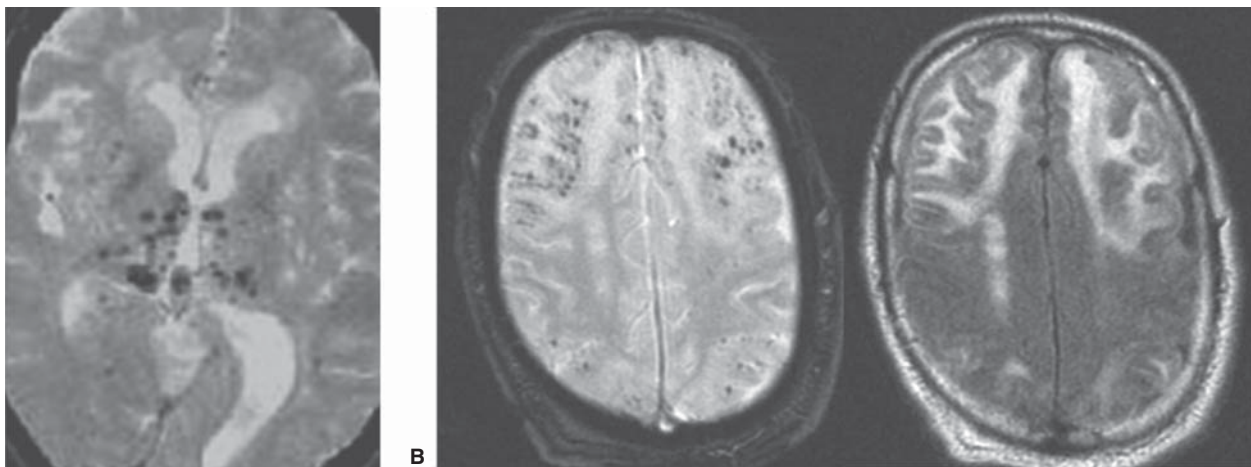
RM cerebral eco de gradiente y FLAIR, corte axial. A) Se muestran múltiples focos hipointensos en la corteza frontal, que representan microhemorragias secundarias a angiopatía amiloide. B) Hiperintensidad en la sustancia blanca frontal y parietal secundaria a isquemia crónica derivada de la angiopatía amiloide.
